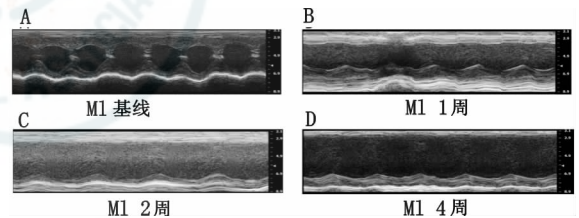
心肌梗组不同时期小动物超声心动图 M model 比较
